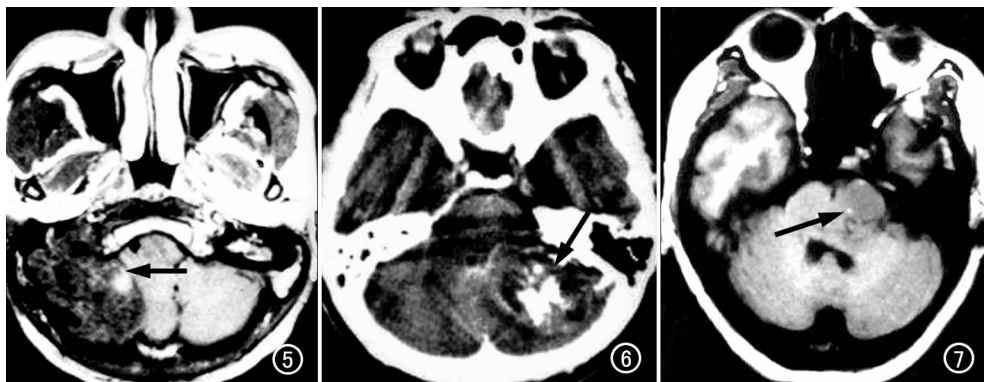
右颈静脉孔脊索瘤: MRI 横断面增强扫描病灶轻度不均匀强化(箭),右小脑半球受压。
